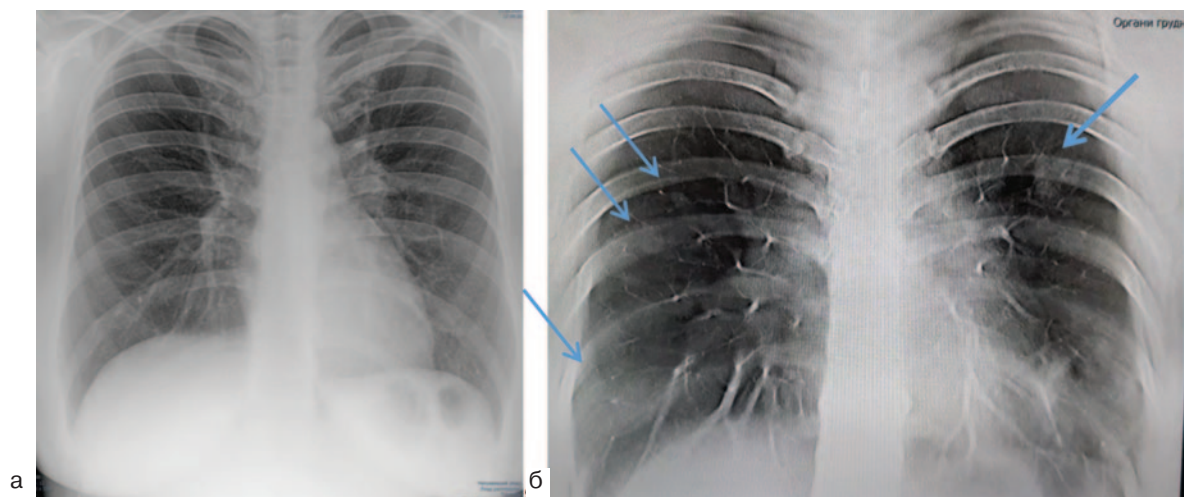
Оглядові рентгенограми ОГК. Хв. Л., 29 р., 4 день хвороби (а): на рентгенограмі периферичне затемнення легень з обох сторін за типом «матового скла». Позитивна динаміка (б) через 10 днів після лікування
